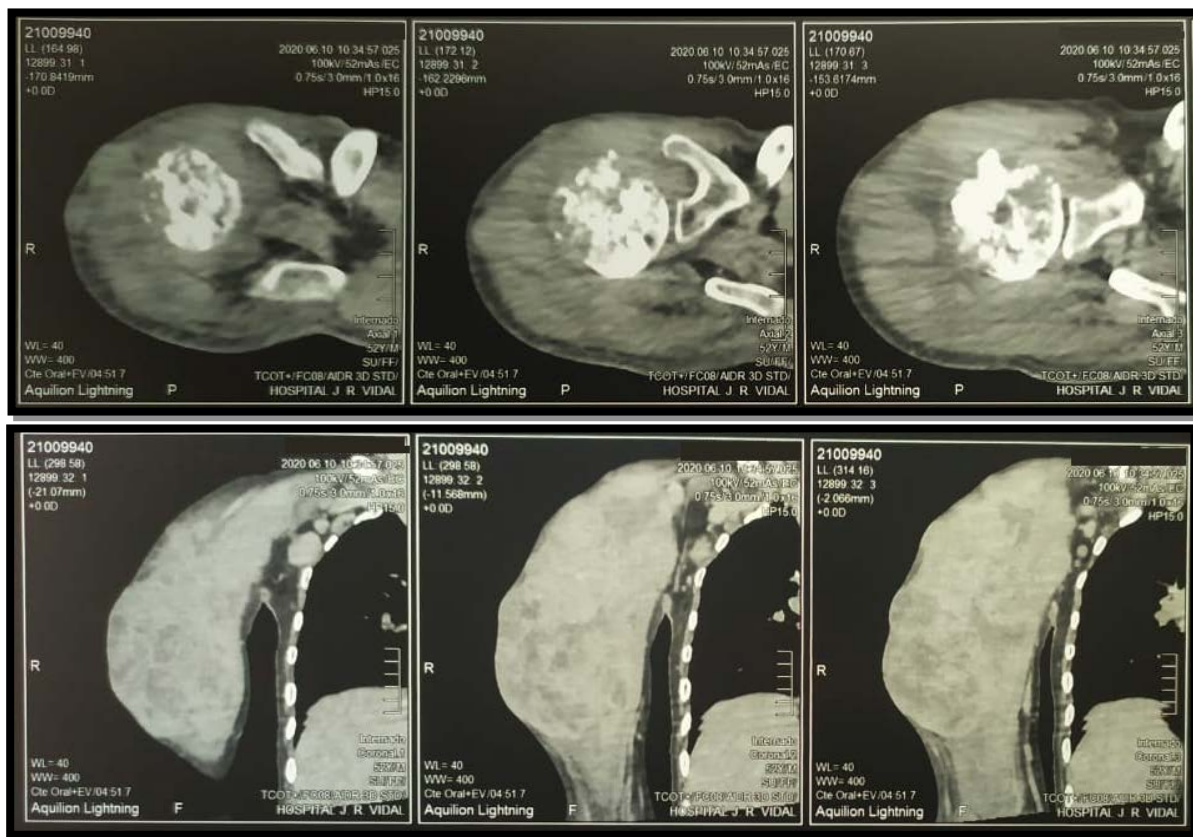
Tomografía computada de alta resolución. Miembro superior derecho
